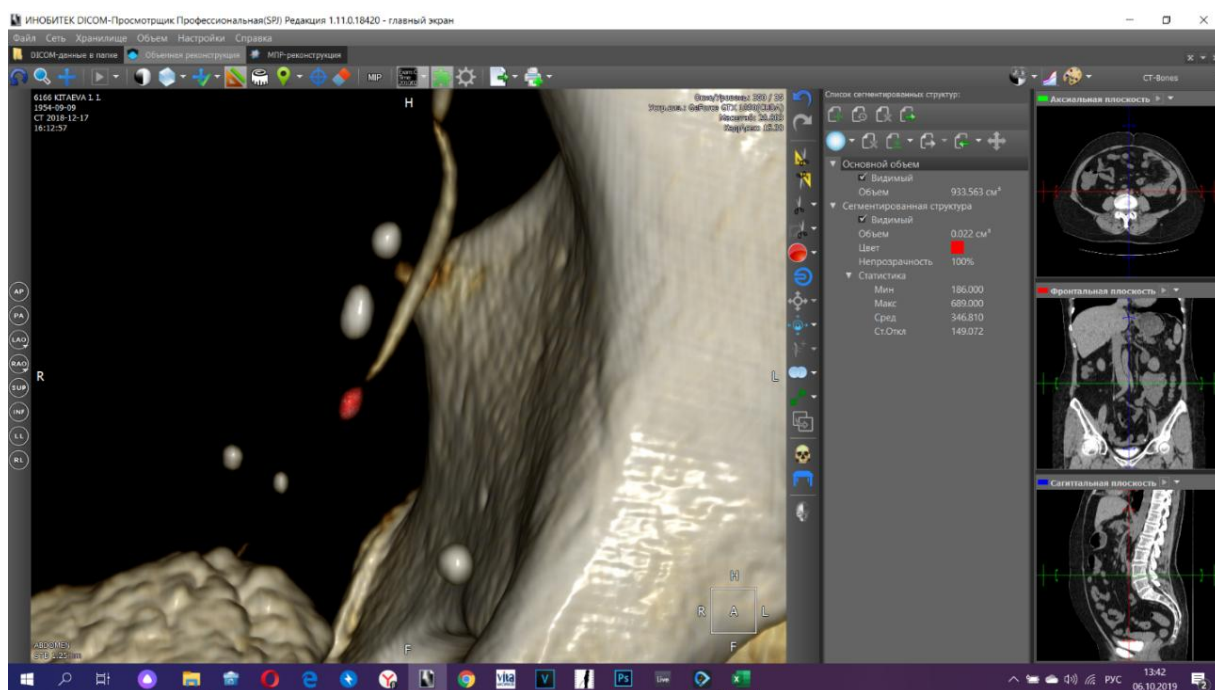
3D реконструкция компьютерной томографии с указанием расположения и параметров мочевого камня.
